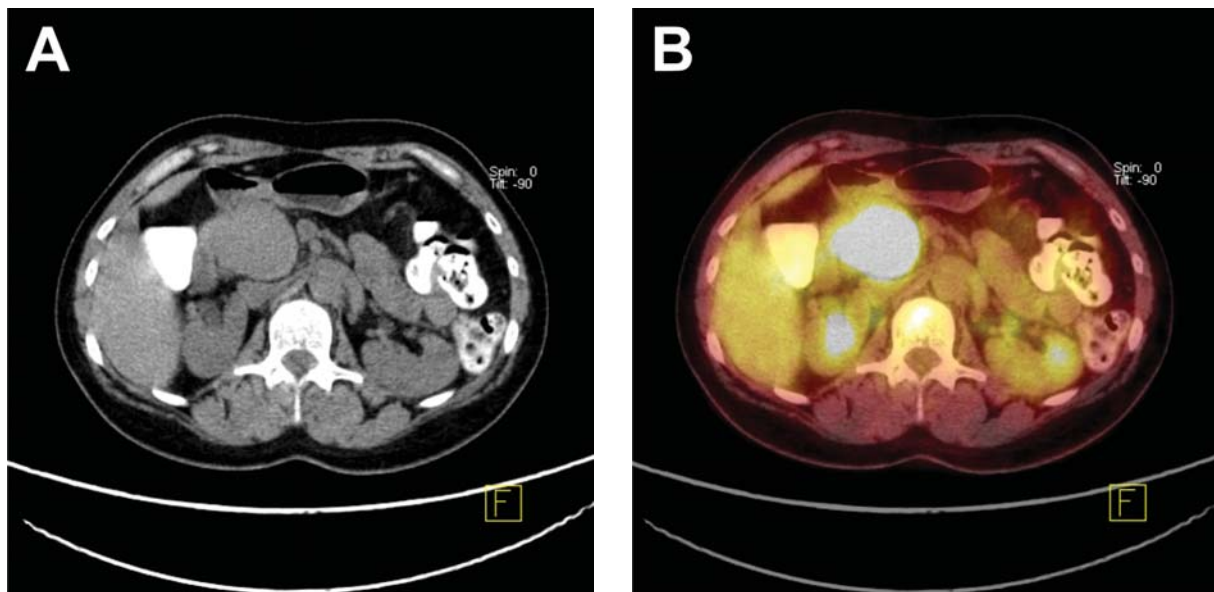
Obraz pozytonowej tomografii komputerowej/tomografii komputerowej (A) i scyntygrafii receptorów somatostatynowych (B) całego ciała w projekcji czołowej. Widoczny ogniskowy wychwyt radioizotopów w głowie trzustki
